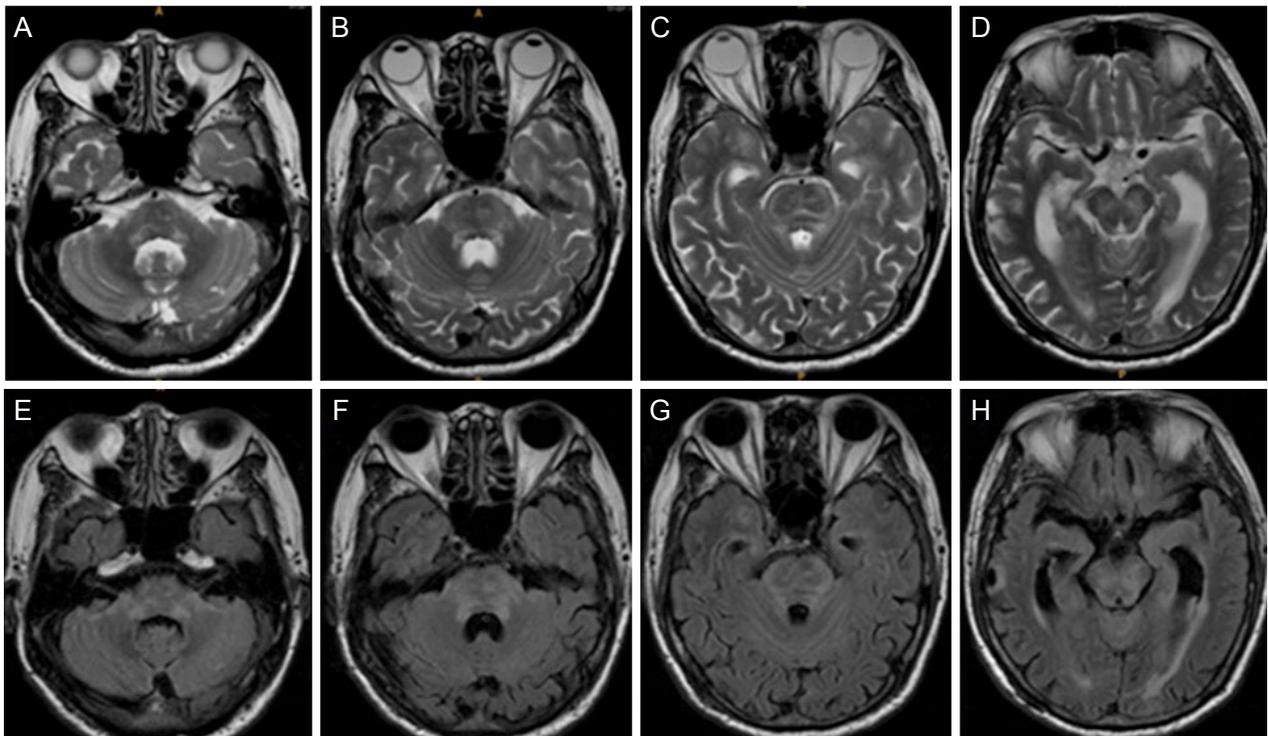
Brain MRI at admission. Axial T2-weighted MRI and FLAIR images show diffuse high signal intensity in midbrain, pons, middle cerebellar peduncle.
